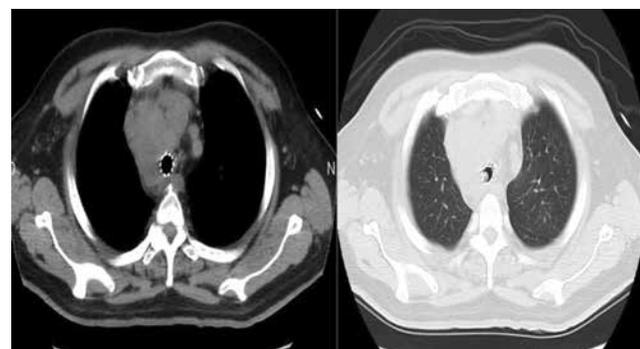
TAC de tórax en el que se observa cáncer de células renales metastásico con recidiva en stent traqueal.
